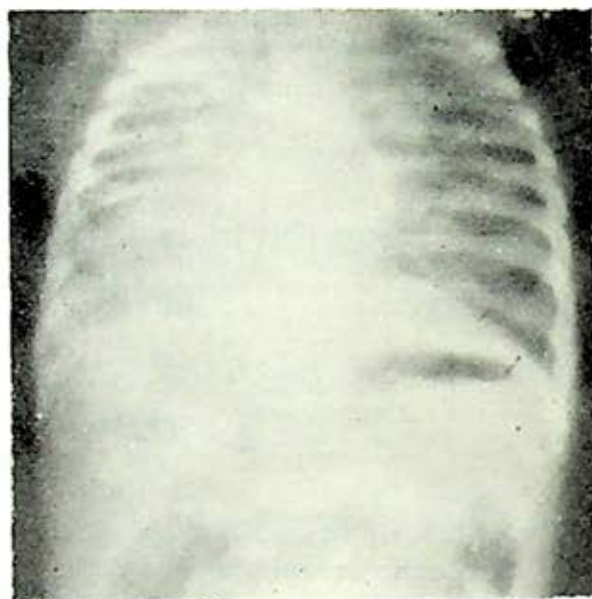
Telerradiografía de tórax en que se aprecia hipoplasia del pulmón derecho.
